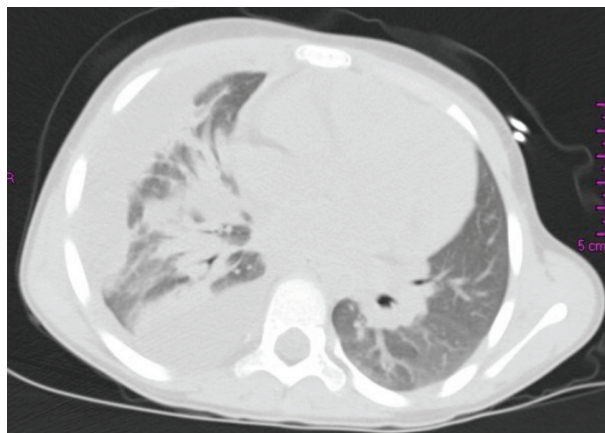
TC torácica mostrando derrame pleural à direita e alveolite difusa bilateral.
